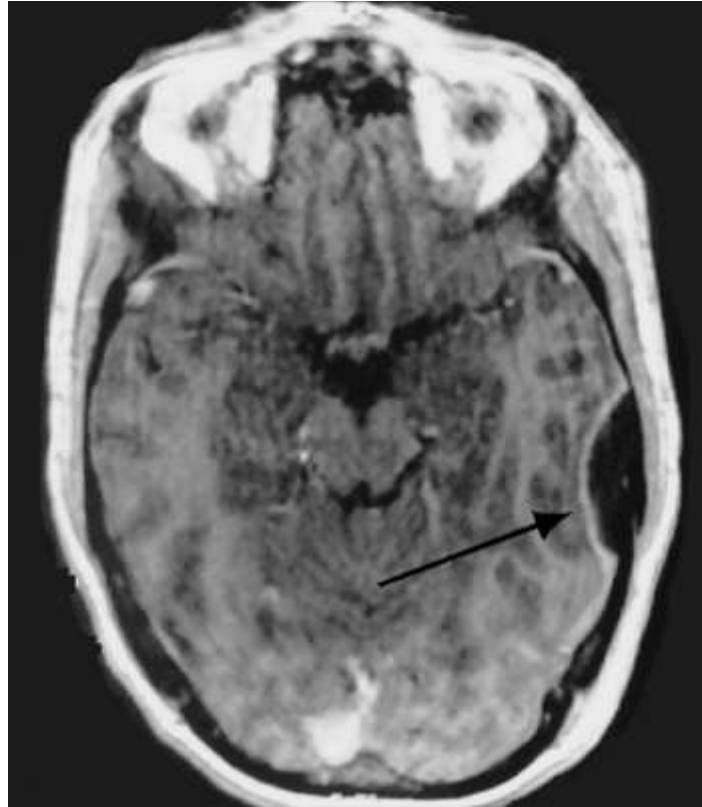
IRM cérébrale séquence T1 avec injection de gadolinium. Coupe axiale. Empyème extradural (flèche noire).(86)
